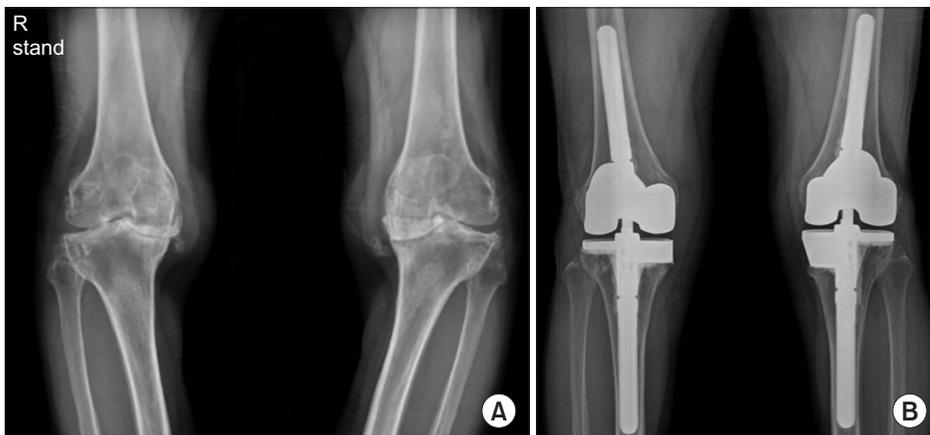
(A) Preoperative standing radiographs of a 59-year-old female showing a severe varus deformity with 20° flexion contracture of the right knee and 40° of the left knee (right: varus 26°, left: varus 26.5°). Her range of motion was 70° of the right knee and 65° of the left knee. (B) Postoperative radiographs after primary total knee arthroplasty with a varus/valgus constrained prosthesis, metal block, and stem extension.
